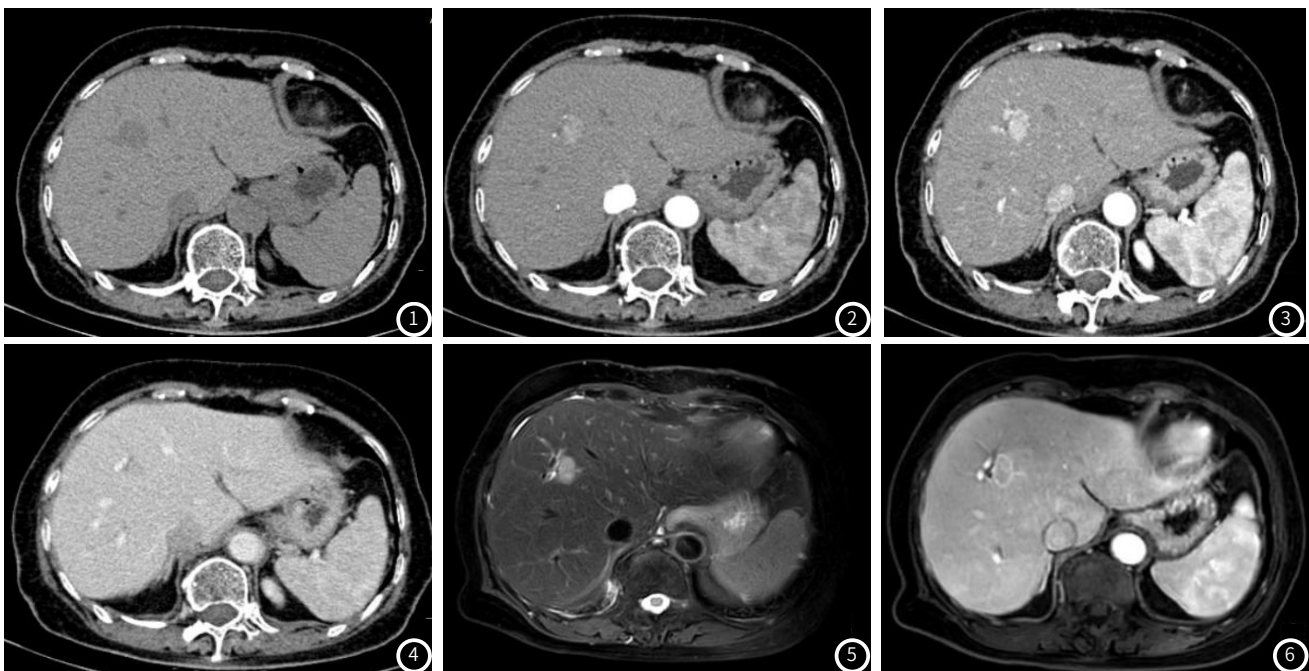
CT平扫肝左内叶段见稍低密度结节。图2 CT增强扫描动脉早期病灶明显强化。图3 CT增强扫描晚期病灶进一步强化。图4 CT增强扫描门脉期病灶强化减退。图5 T2WI病灶呈略高信号。图6 MR增强门脉期可见强化减退,并见“假包膜”样强化。
